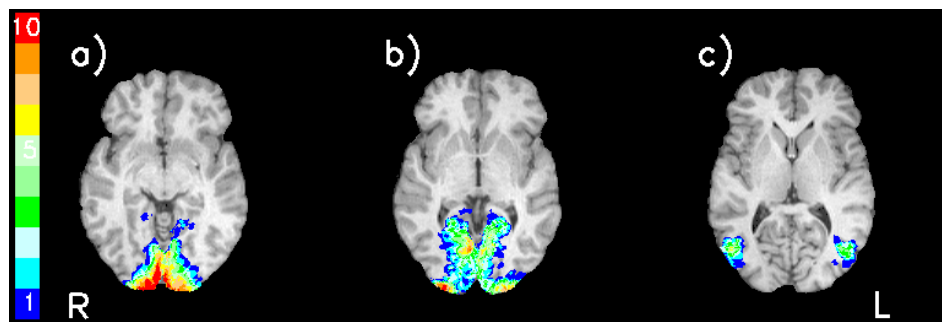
Cytoarchitektonische Wahrscheinlichkeitskarten der visuellen corticalen Areale BA 17 (V1) (a), BA 19 (V2) (b), und hoC5 (V5/MT) (c), die auf die MRT-Aufnahme eines Probanden dieser Studie abgebildet wurden. Es wurden die Schnitte ausgewählt, in denen sich jeweils das Voxel mit der größten Wahrscheinlichkeit (d.h. mit der größten Anzahl überlappender postmortem Gehirne) befinden. Die Anzahl der überlappenden postmortem Gehirne für jedes Voxel in a) und b) ist durch den Farb-Balken kodiert. Blaue Voxel beispielsweise kennzeichnen die Übereinstimmung mit einem postmortem Gehirn der 10 postmortem Gehirne, während rote Voxel eine Übereinstimmung aller 10 postmortem widerspiegeln. Die rechte und linke Hemisphäre der Transversalschnitte sind mit R bzw. L gekennzeichnet.
